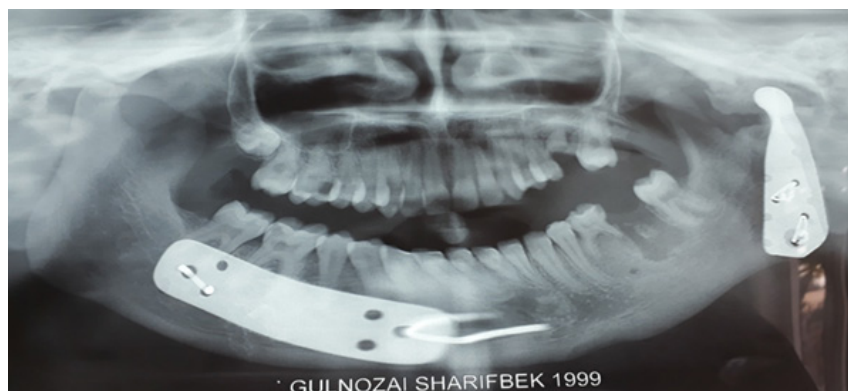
Ортопантомография нижней челюсти больной через 6 месяцев после операции (состояние эндопротезов удовлетворительное)
